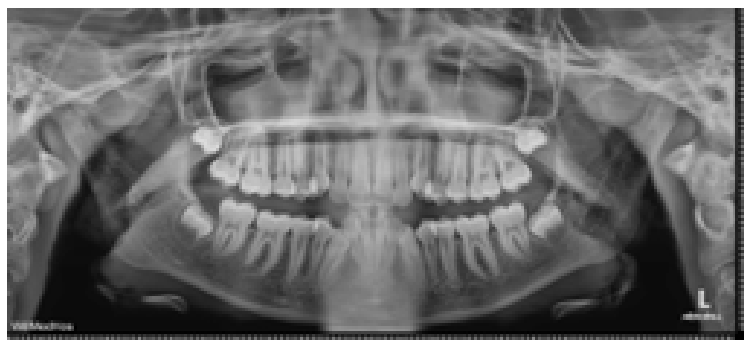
Ortopantomografia e Telerradiografia inicial do caso.
